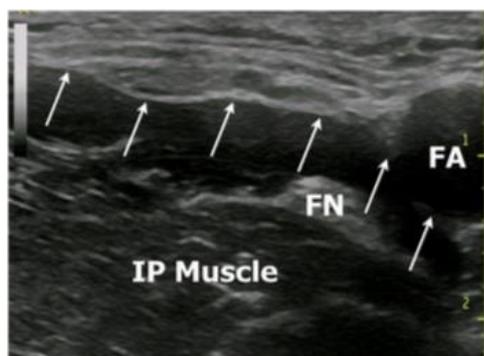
Esta imagen ultrasonografía muestra la capa de líquido hipoeoico presente después de la inyección de un volumen de 30 ml inmediatamente a la profundidad del FI. Las flechas blancas indican la superficie profunda de la FI. Este líquido hipoeoico se extiende superficialmente al músculo IP y al FN y pasa a la FA. (Swenson, et al 2019)
